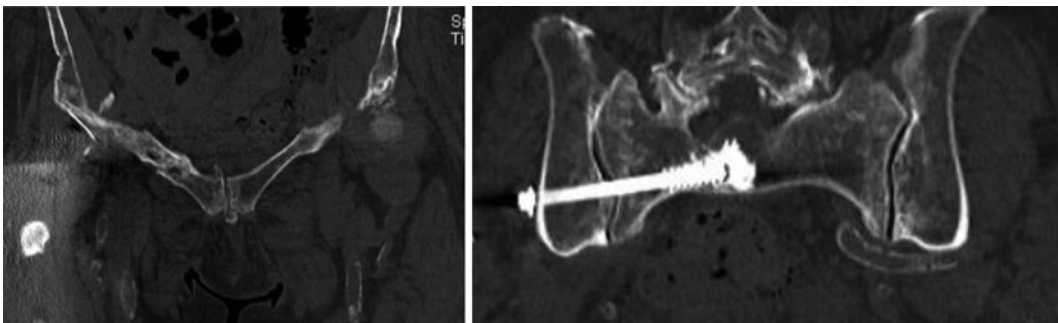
◀ CT 4 Monate postoperativ
